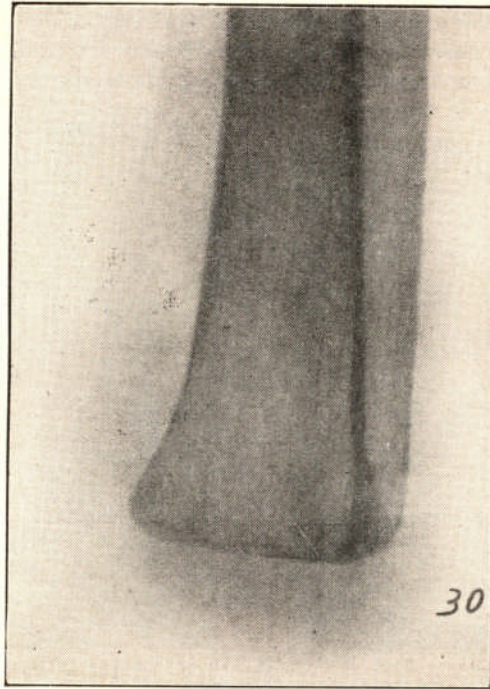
Radiografia de um coto de Syme. O periosteio é sempre seccionado ao nível da superfície de secção óssea.
